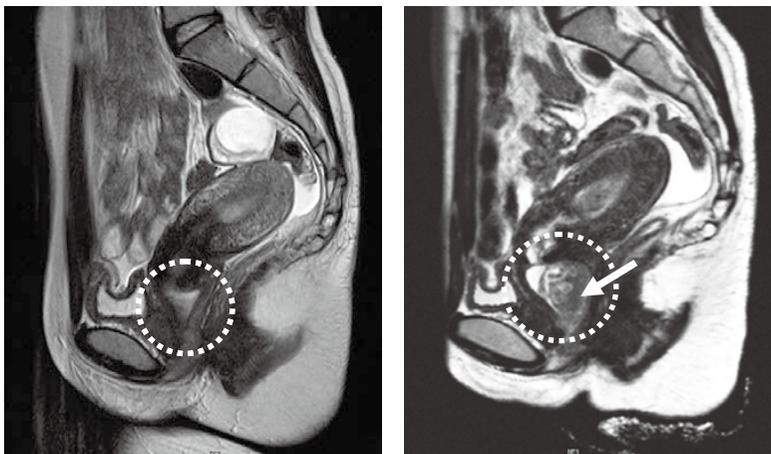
骨盤部MRI T2強調画像 矢状断 3年前(左), 現在(右)
